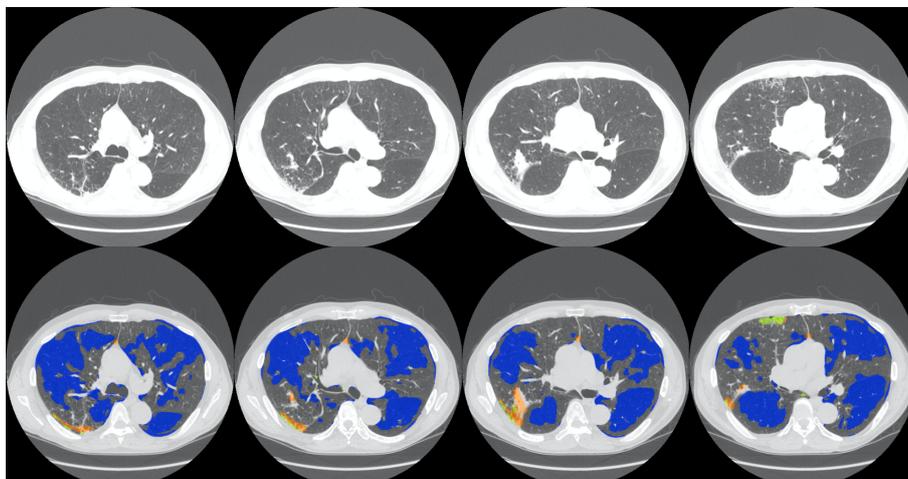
Coupes de la carte LTA affichant l'identification erronée d'une texture due à une atélectasie. La première rangée affiche l'acquisition TDM initiale des poumons et la deuxième rangée affiche la carte LTA des coupes correspondantes.
